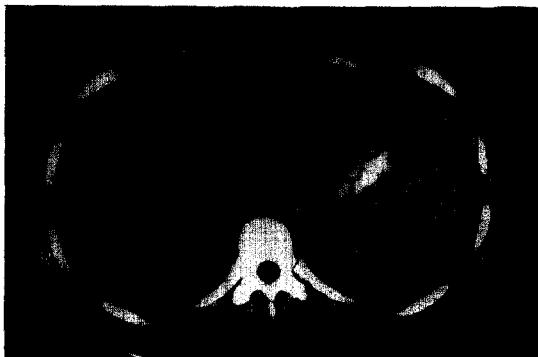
Abdominal computed tomography shows mild dilatation of both intrahepatic bile ducts.
